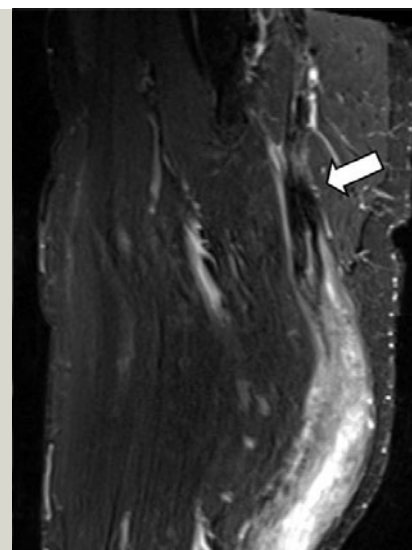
MRT der Oberschenkel in koronarer Schichtführung mit deutlicher Signalhebung im M. biceps femoris und M. semitendinosus in den T2-Sequenzen (a) mit Teilabriß der Biceps-Sehne (Pfeil). In den T1-Sequenzen ist das Signalverhalten im Seitenvergleich unverändert.
